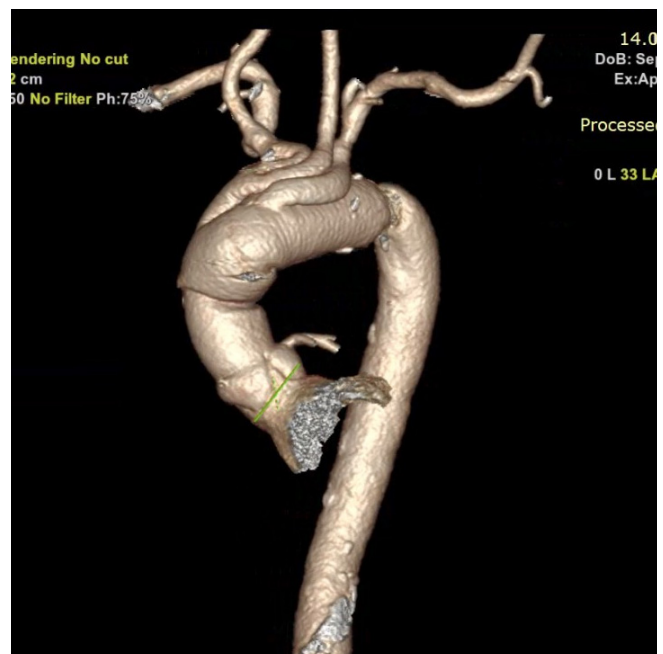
МСКТ аорты через 26 мес. (3D — реконструкция).
